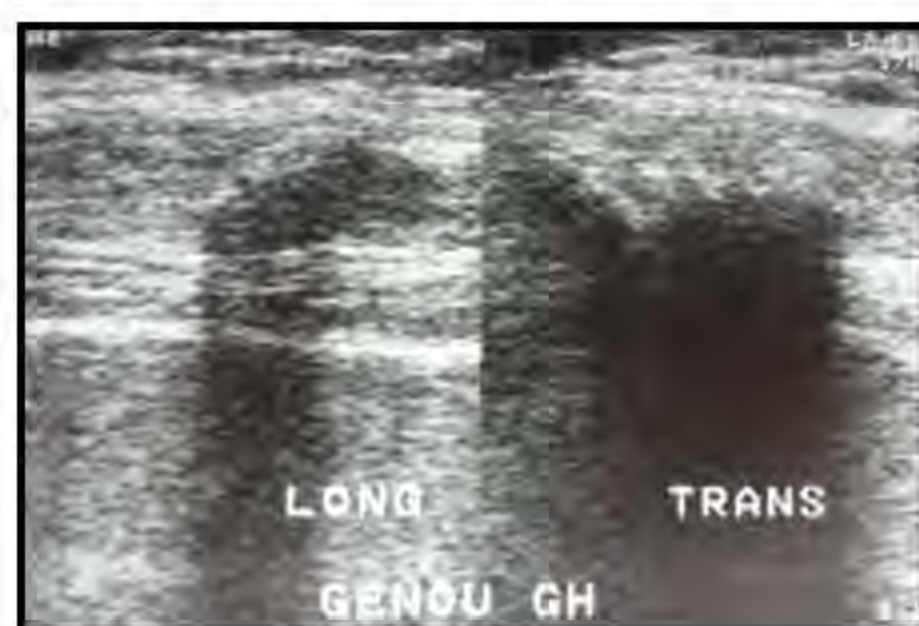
coupe échographique: zone hypoéchogène au sein de la partie moyenne TQ gauche.
